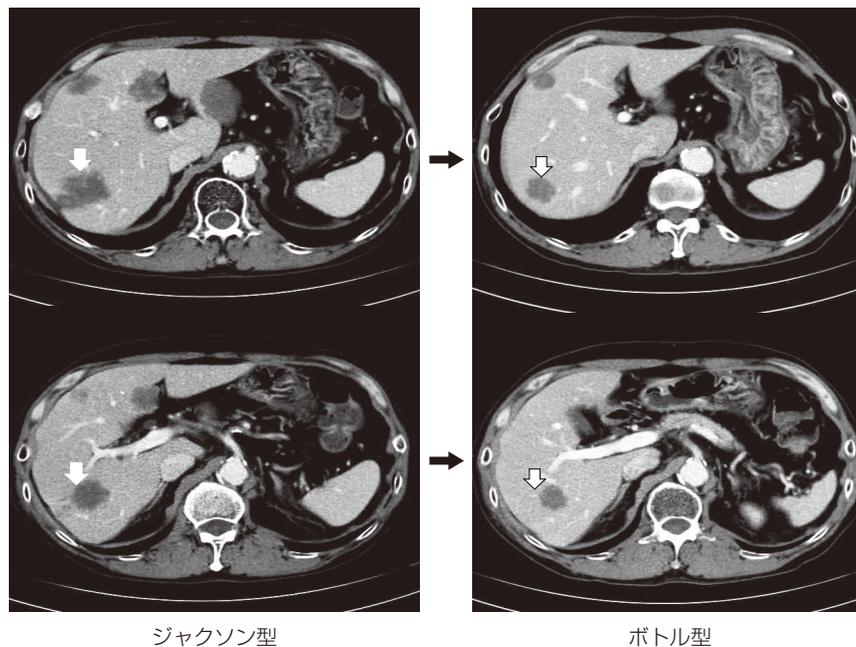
肝転移巣のCT像 (CT上の白矢印は病変部)
